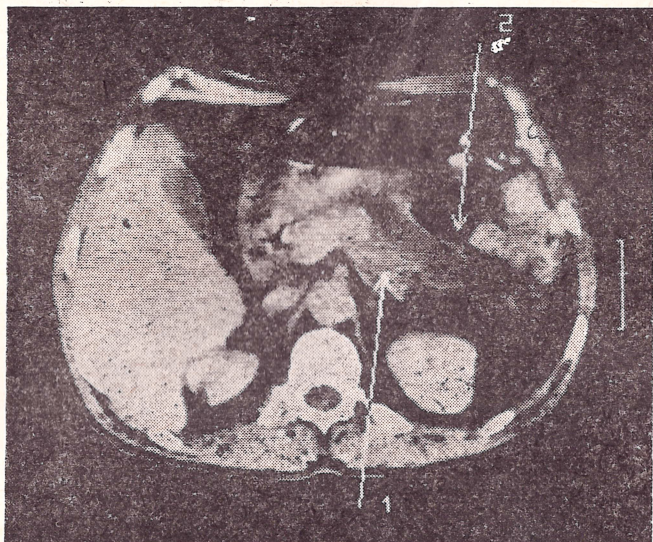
КТ. Острый панкреатит:
